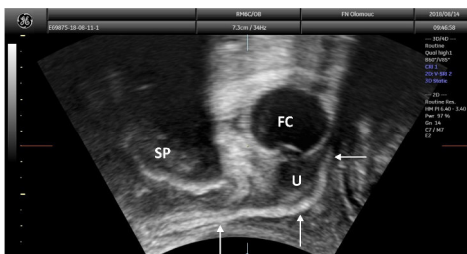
Translabial ultrasound scan: detection of mesh remnants in the area of the bladder trigone, SP...symphysis pubis, U...urethra, FC...Foley catheter, arrows...mesh
